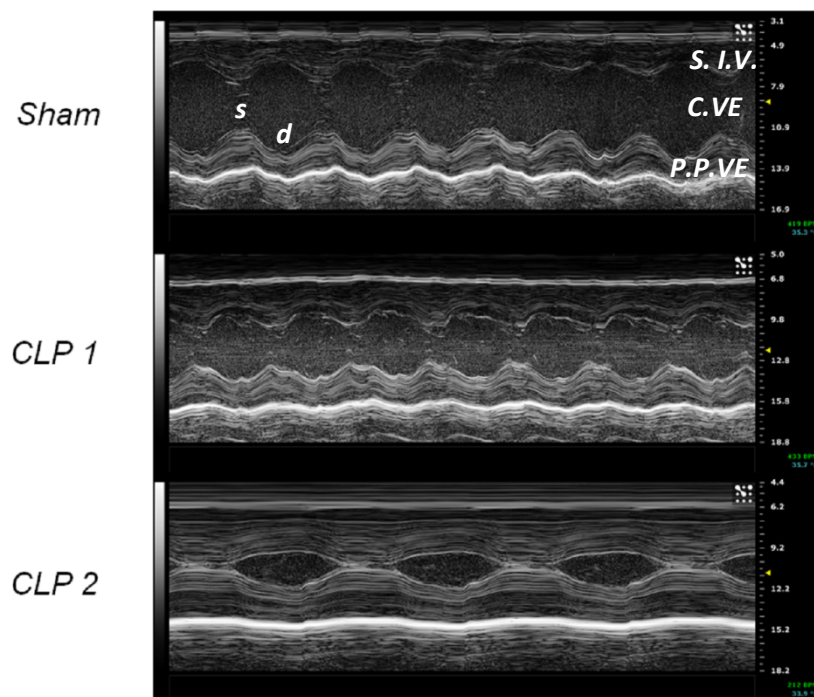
Exame de ecocardiografia nos corações de ratos Sham e CLP (“CLP 1” e “CLP 2”). As imagens mostram o septo interventricular, cavidade do ventrículo esquerdo, parede posterior do ventrículo esquerdo e cavidade do ventrículo esquerdo na sístole e diástole dos ratos Sham e CLP. *Vevo 2100[®]* High-Resolution Imaging System (Visual Sonics, Toronto, ON, Canadá). *S.I.V.* representa Septo interventricular; *C.VE* representa Cavidade do ventrículo esquerdo; *P.P.VE* representa Parede posterior do ventrículo esquerdo; *s* representa Sístole; *d* representa Diástole.
